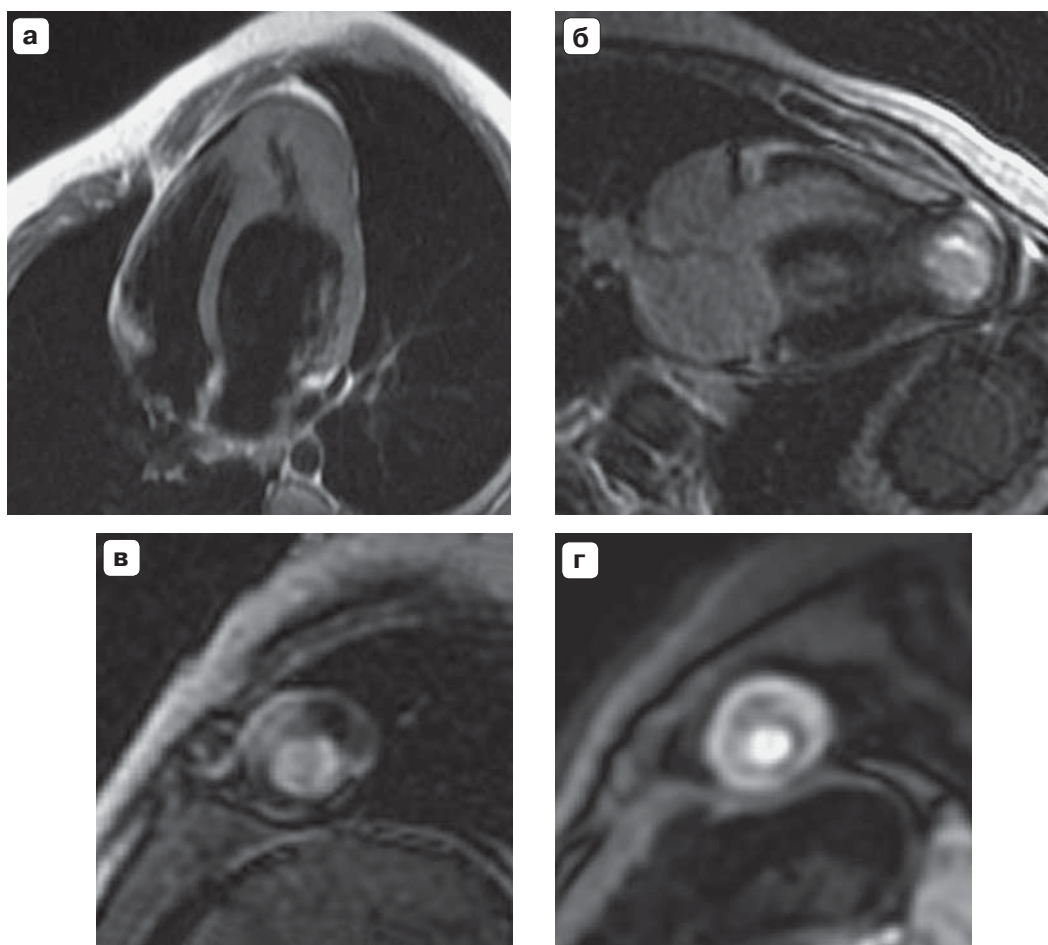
МР-изображения сердца. а – 4-камерная позиция, диастола, T1-IR – деформация полости ЛЖ, выраженная симметричная гипертрофия верхушки ЛЖ; б – 4-камерная позиция, систола, отсроченное контрастирование – участки гиперинтенсивного сигнала в миокарде, определяемые практически во всех отделах верхушки ЛЖ; в – проекция по короткой оси на уровне нижней трети ЛЖ, систола, отсроченное контрастирование – участки гиперинтенсивного сигнала в миокарде; г – проекция по короткой оси, систола, перфузия миокарда – замедление перфузии по эндокарду верхушки ЛЖ.
